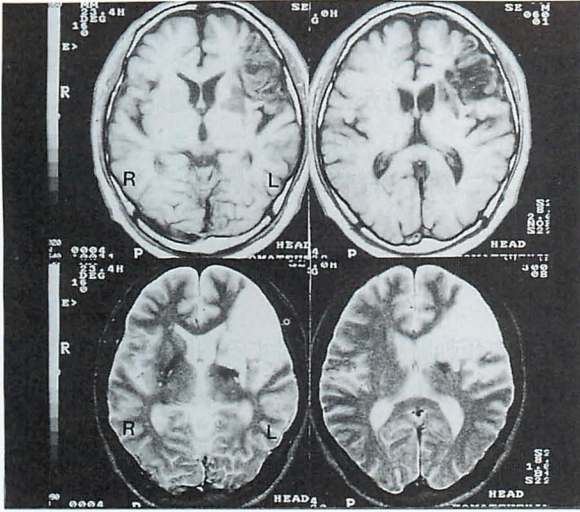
頭部 MRI. 左前頭葉に脳梗塞を認めた。
